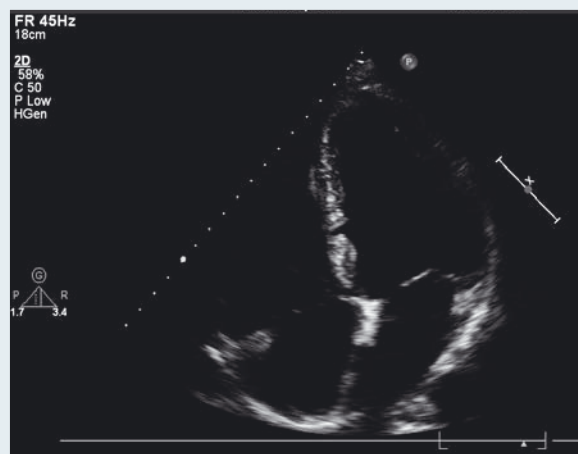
Окклюдер Amplatzer Muscular VSD на межжелудочковой перегородке, доставочная система отделена (эхокардиография)
